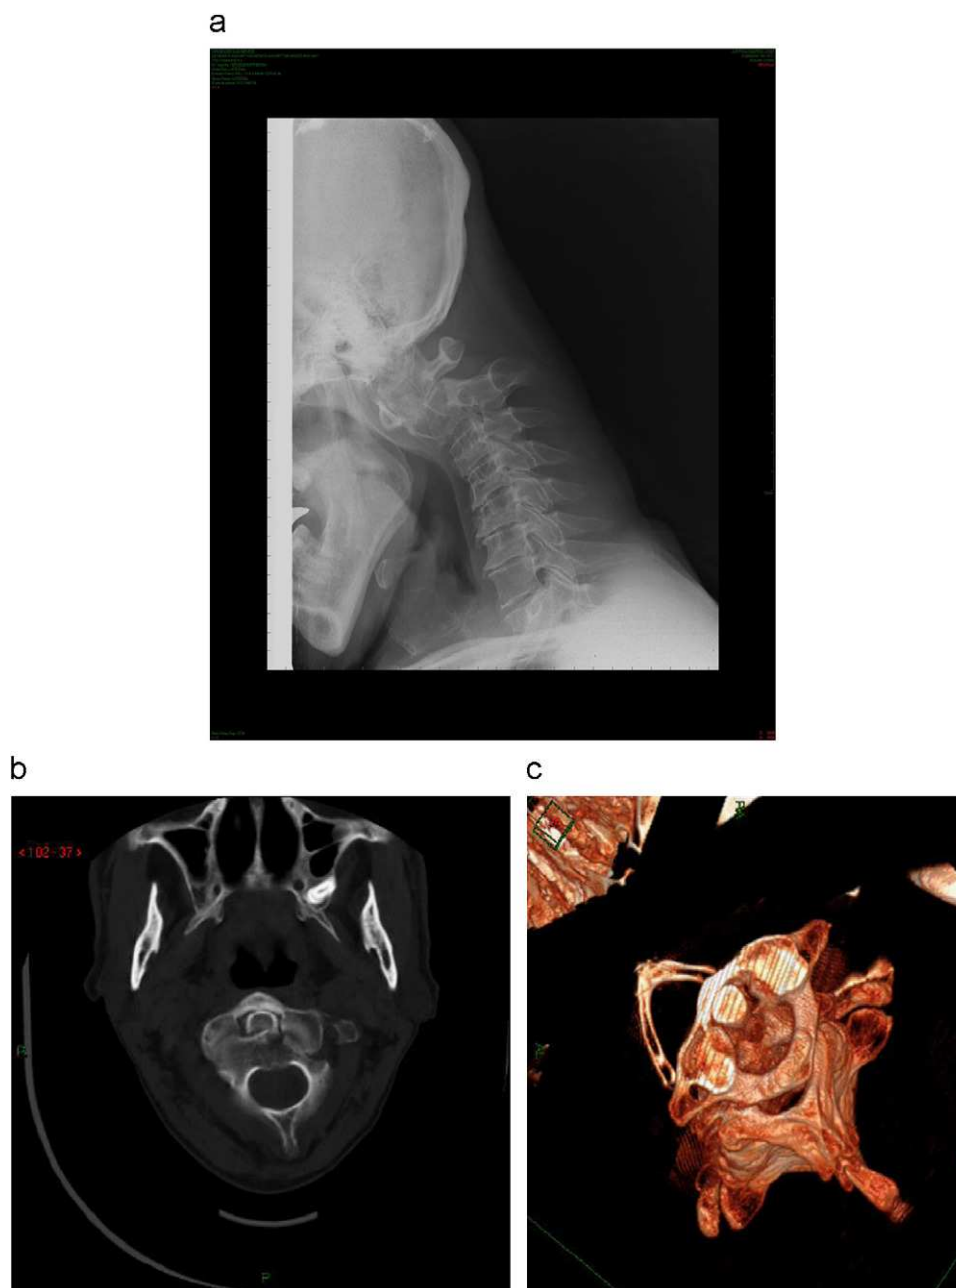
a: radiografía cervical, proyección lateral. Se observa alteración del alineamiento de los cuerpos vertebrales de C1 y C2, con desplazamiento anterior del atlas sobre el axis. b: tomografía computarizada (TC) helicoidal de columna cervical, corte axial. Fractura de C2 que afecta a la apófisis odontoides y parte anterior e izquierda del cuerpo, con luxación de las carillas articulares de C1 y C2. c: TC helicoidal de columna cervical. Reconstrucción retrospectiva tridimensional.
